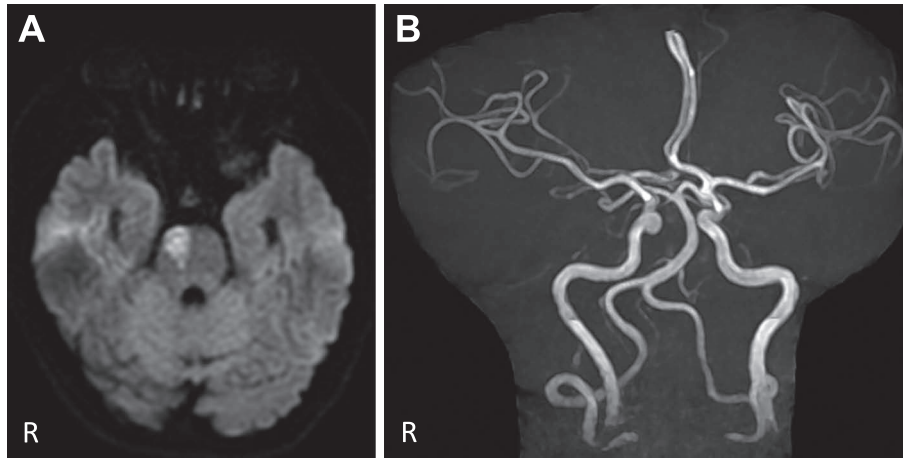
Brain MRI findings at the first episode of cerebral infarction.
